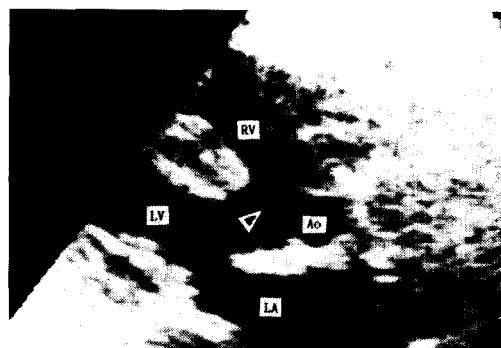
Echocardiogram: parasternal long axis view reveals large ventricular septal defect (arrow head indicates) and overriding of aorta. (LA; left atrium, LV; left ventricle, RV; right ventricle, Ao; aorta)
